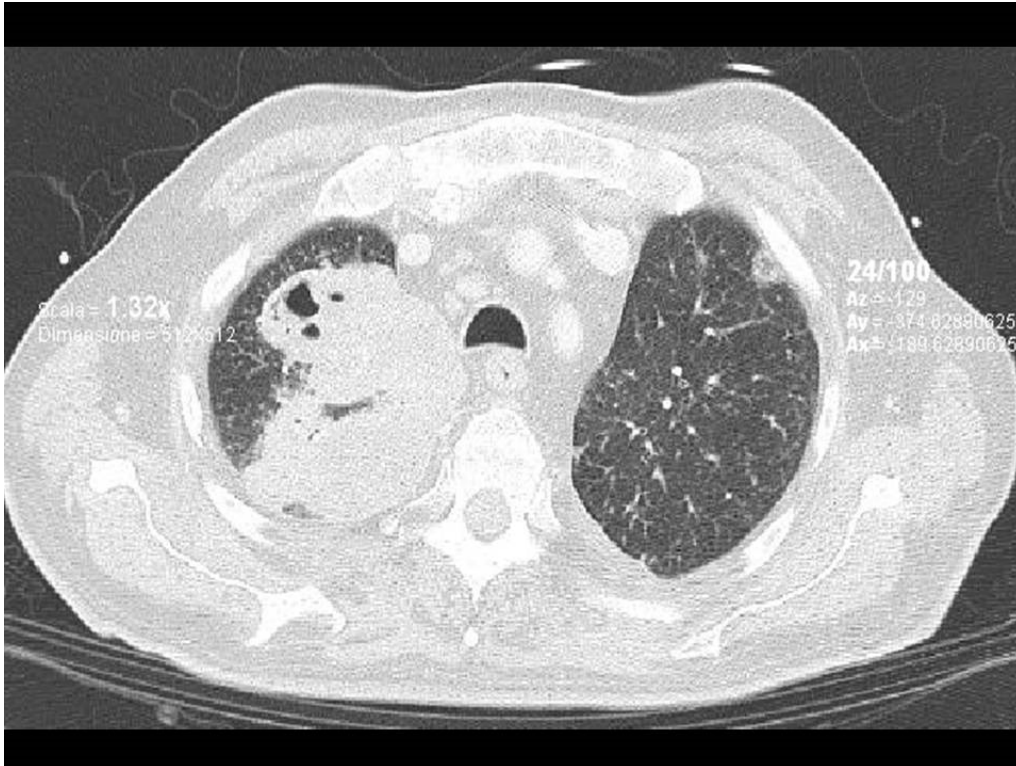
TC torace che dimostra esteso addensamento disomogeneo con aree di necrosi colliquativa a carico del lobo superiore del polmone destro
